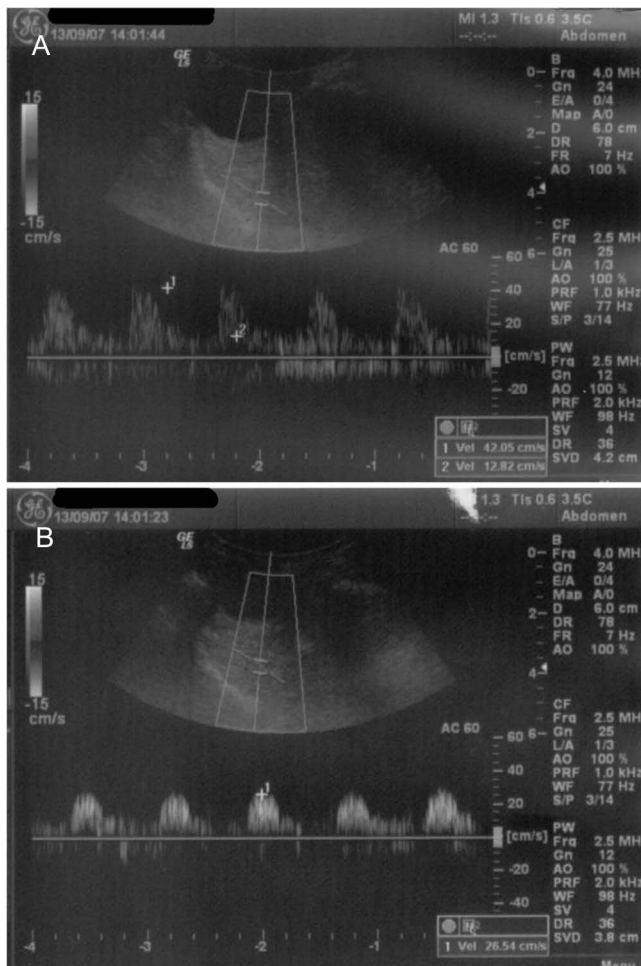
USG oczodołów z oceną przepływów naczyniowych w tętnicy ocznej. A – obraz prawidłowy, B – przepływ wysokopoporowy u chorej z przetoką szyjno-jamistą.
